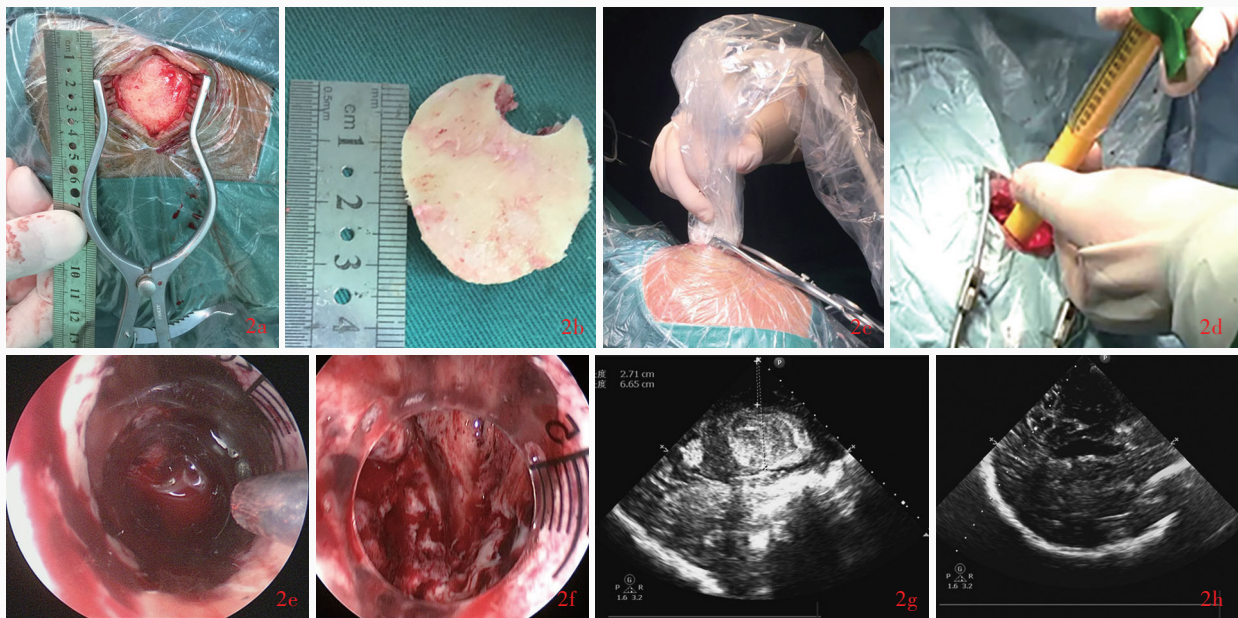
例 4 患者, 男性, 54 岁。主因突发左侧肢体无力 6 h 入院。临床诊断为右侧基底节出血, 于 2017 年 2 月 24 日行超声引导下内镜下血肿清除术, 术中内镜, 以及血肿清除前后超声监测所见 2a 行微创直切口 2b 骨瓣直径为 3 cm 2c 切开硬脑膜前通过超声诊断仪探测血肿位置 2d 导入工作通道 2e 血肿清除前超声成功引导进入血肿中心 2f 内镜下清除血肿后未见周围脑组织活动性出血 2g 通过超声诊断仪定位皮质至血肿浅面和深面距离分别为 2.70 和 6.60 cm 2h 血肿清除后超声诊断仪提示血肿清除满意, 无残留和远隔部位血肿
